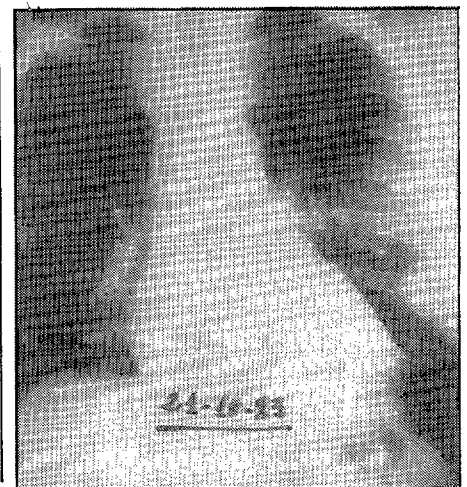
A: Radiografía lateral izquierda de tórax. La imagen patológica se localiza en llingula. B: Radiografía PA de tórax. Imagen redondeada, de borde nítido, y base en tercio medio de pleura axilar izquierda, con aspecto intraparenquimatoso por ser agudos los ángulos de implantación.
